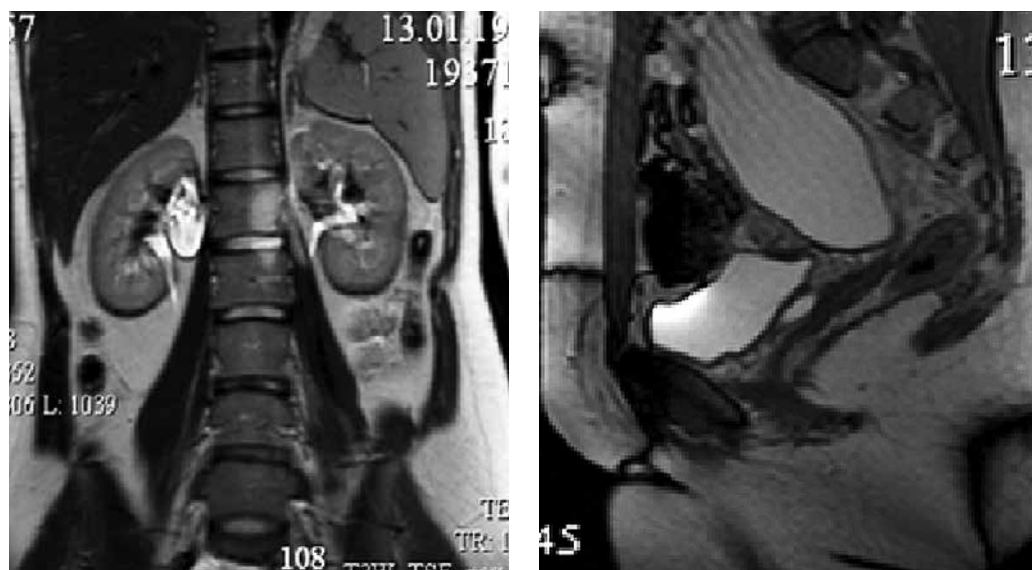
МРТ изображение мегауретера добавочной почки справа
